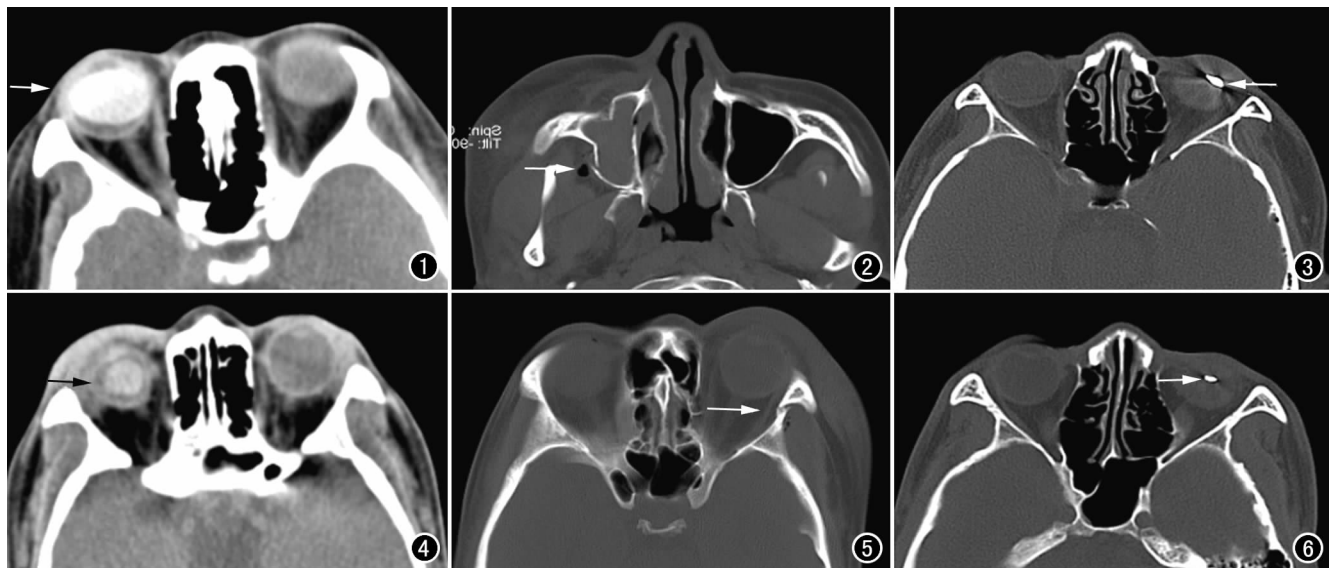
A 组患者 CT 扫描示右侧眼球内出血(箭)。图 2 A 组患者 CT 扫描示眶周骨折并积气(箭)。图 3 A 组患者 CT 扫描示眶周及眶内异物(箭)。图 4 B 组患者 CT 扫描示右侧眼球内出血(箭)。图 5 B 组患者 CT 扫描示眶周骨折并积气(箭)。图 6 B 组患者 CT 扫描示眶周及眶内异物(箭)。
